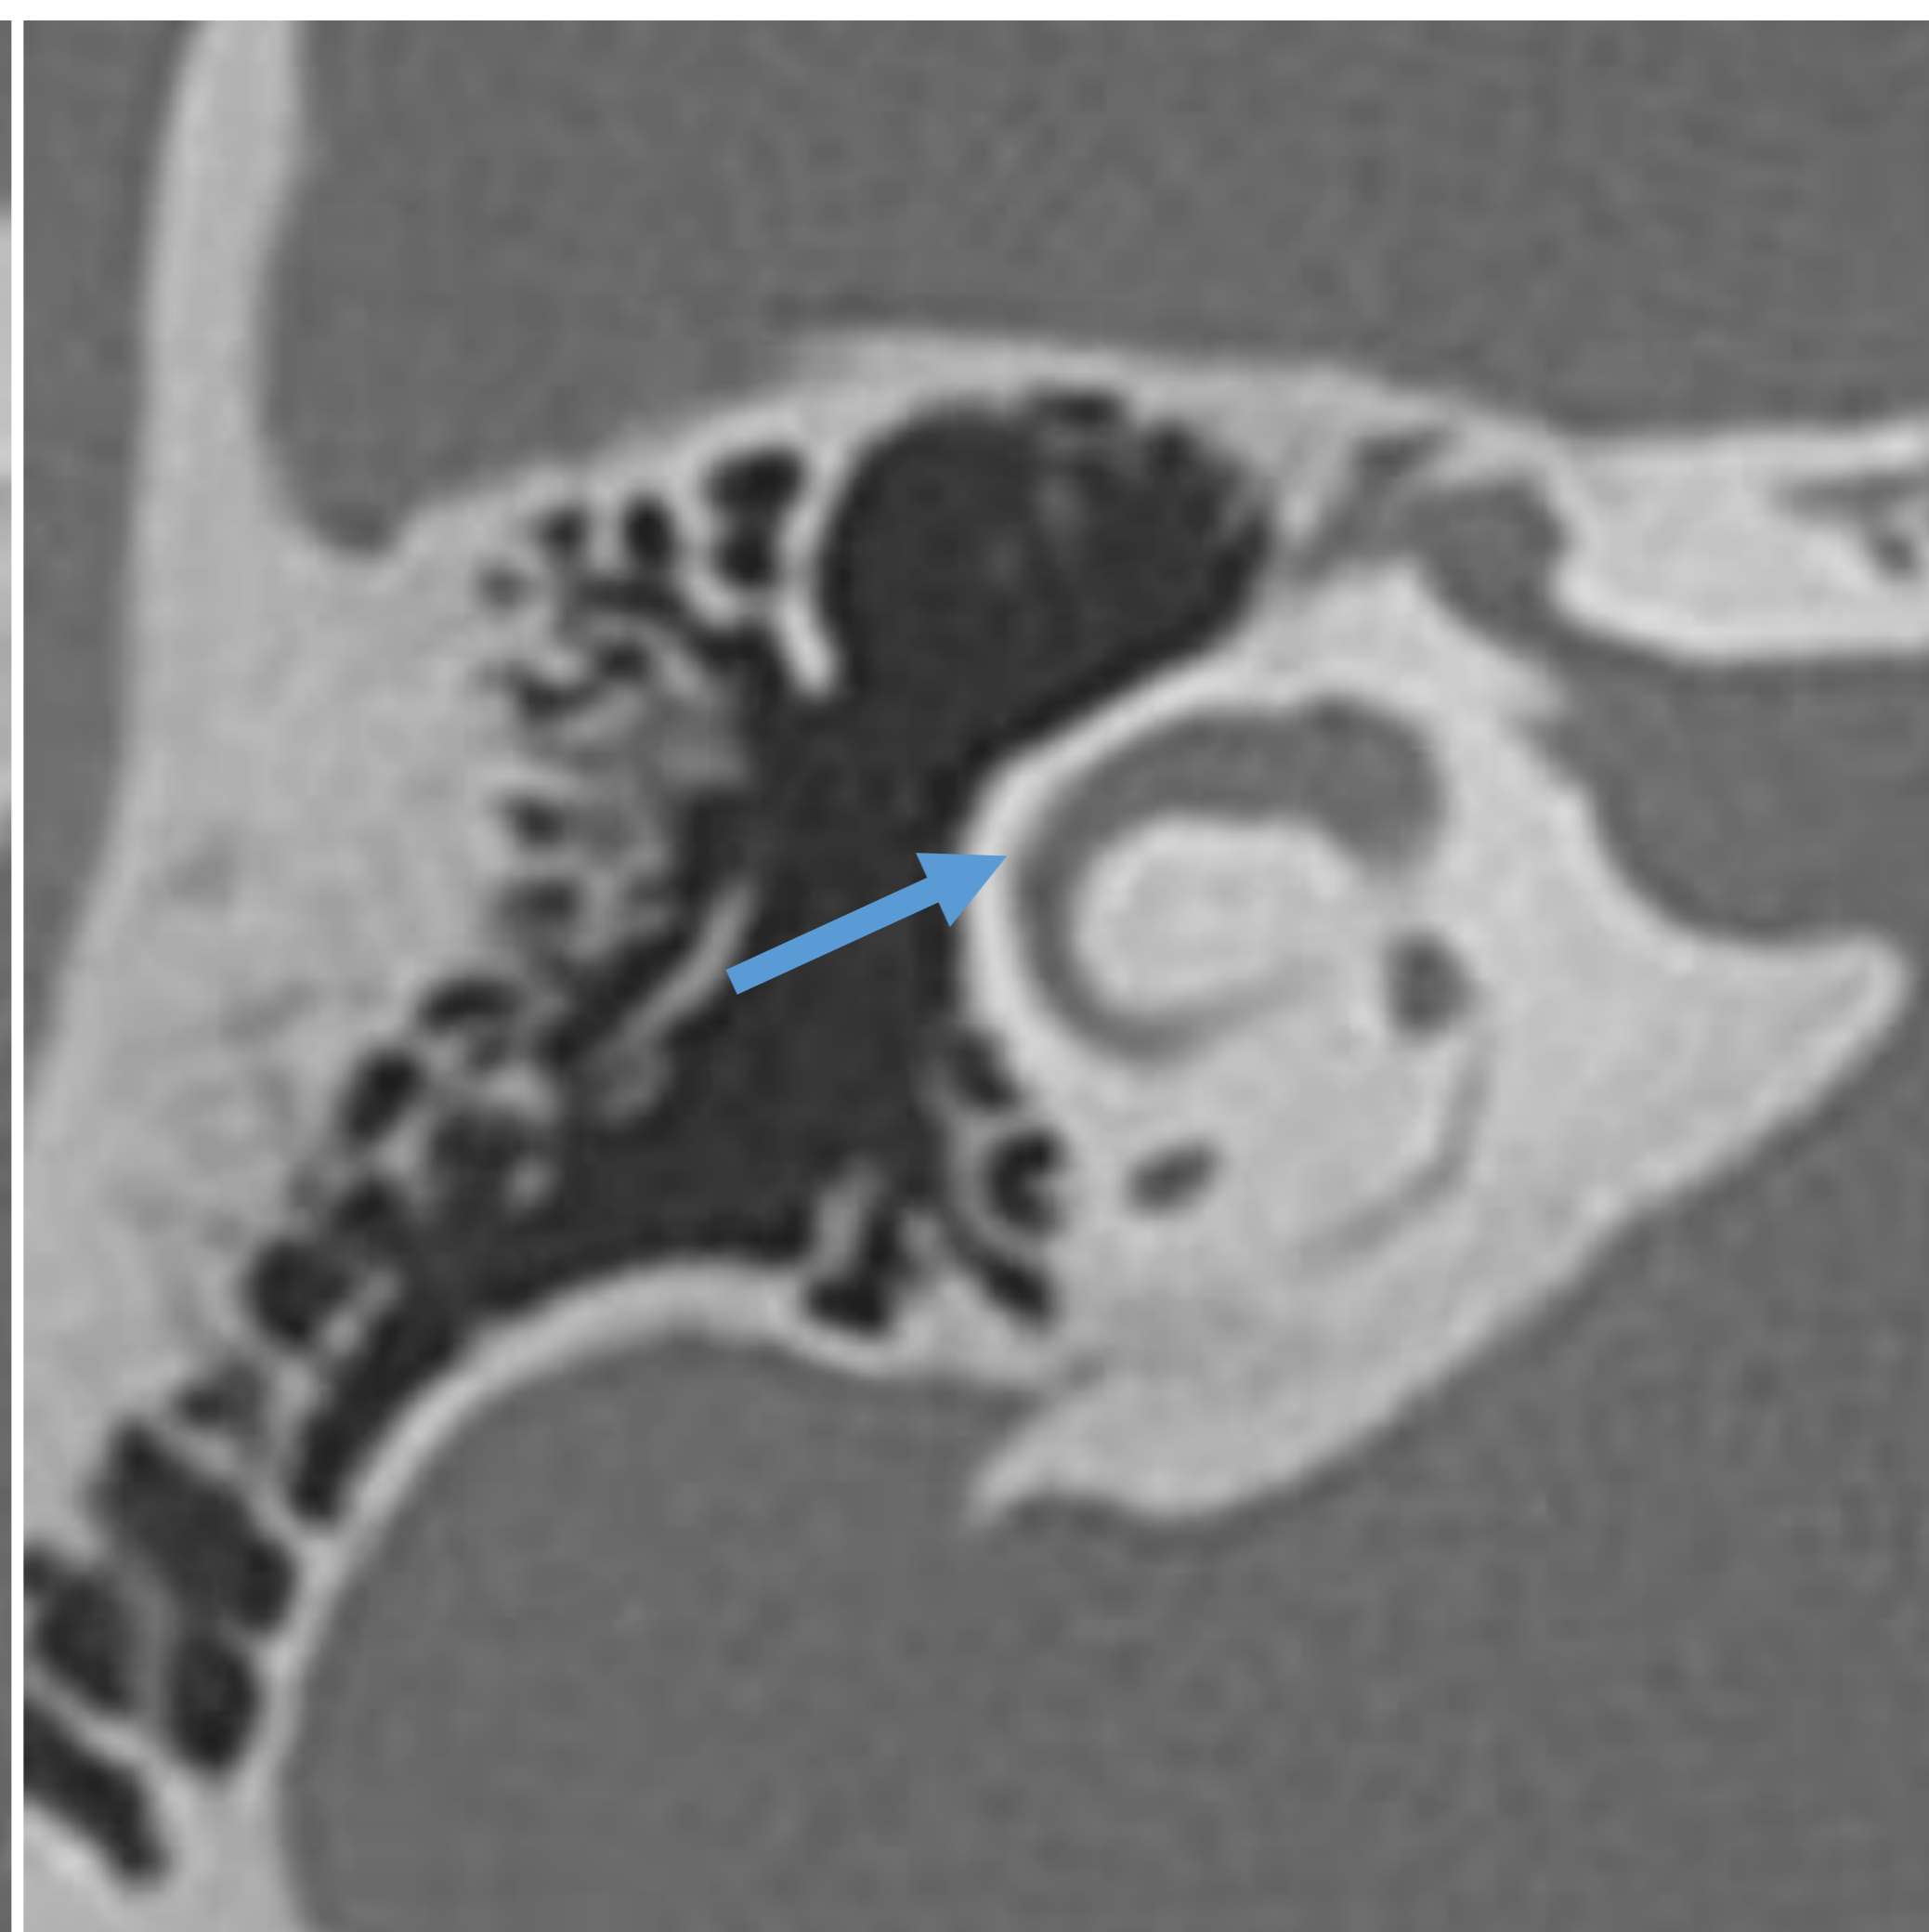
Corte axial TC canal semicircular lateral.
